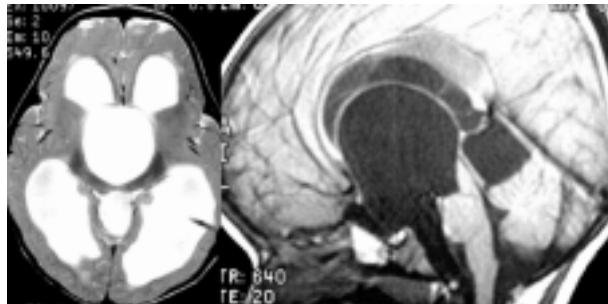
МРТ 4-летнего мальчика с арахноидальной кистой межножковой цистерны и III желудочка (слева: аксиальное T_2 -взвешенное изображение, справа: сагиттальный T_1 -взвешенный срез).
